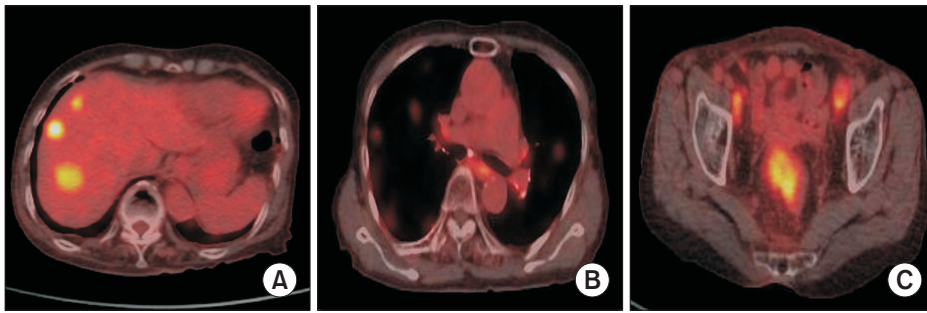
PET-CT showed multiple FDG uptakes in the liver (A), bilateral lungs (B), and pelvic cavity (C), indicating multiple metastases.
